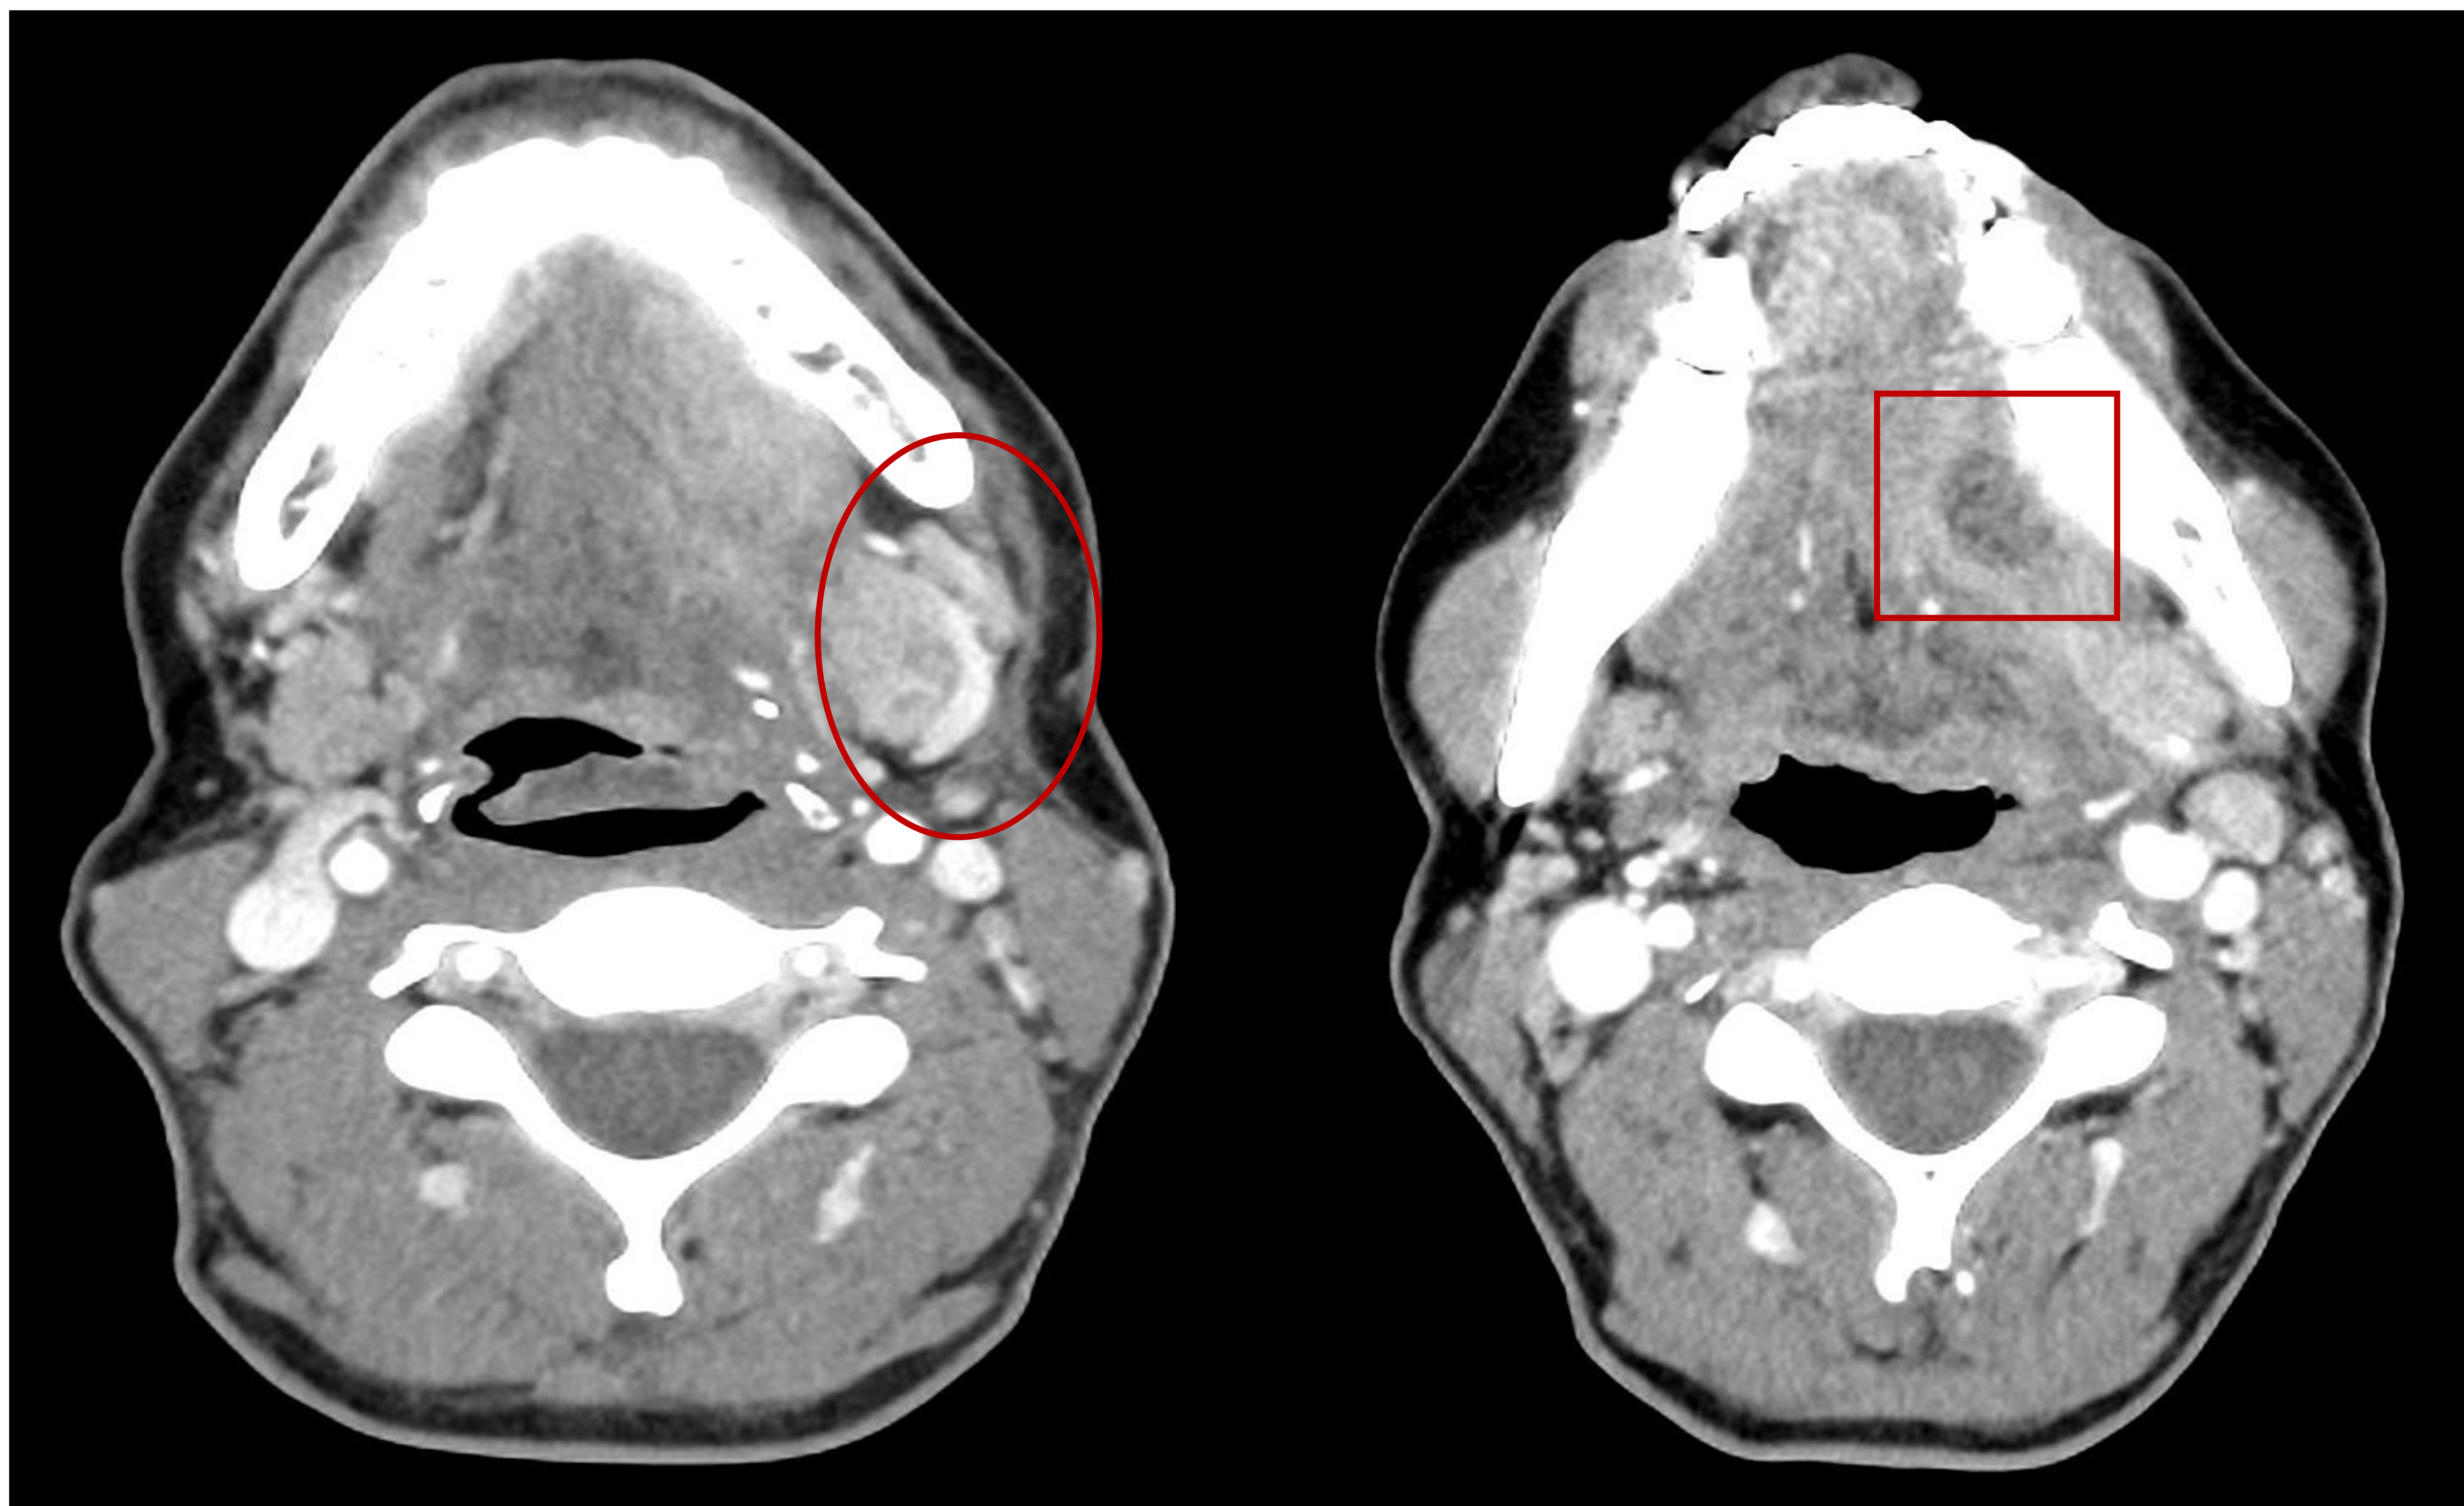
TC axial con dos cortes craneal (izquierda) y caudal (derecha). Se observa aumento de tamaño y de la vascularización de la glándula submaxilar izquierda (círculo rojo) respecto a la contralateral compatible con submaxilitis izquierda. Presenta como complicación formación de colección organizada en espacio sublingual izquierdo con realce parietal compatible con absceso (cuadrado rojo).
